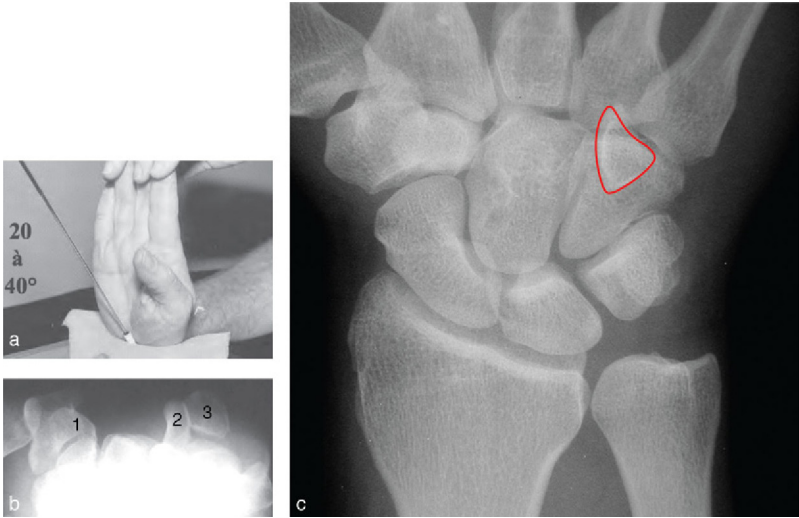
Radiographie de l'hamulus de l'hamatum.
